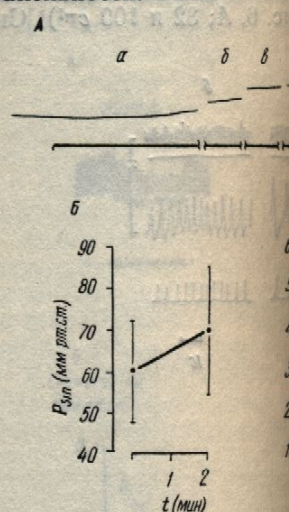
Изменения перфузионного давления в каротидном синусе при постоянной скорости кровотока.
